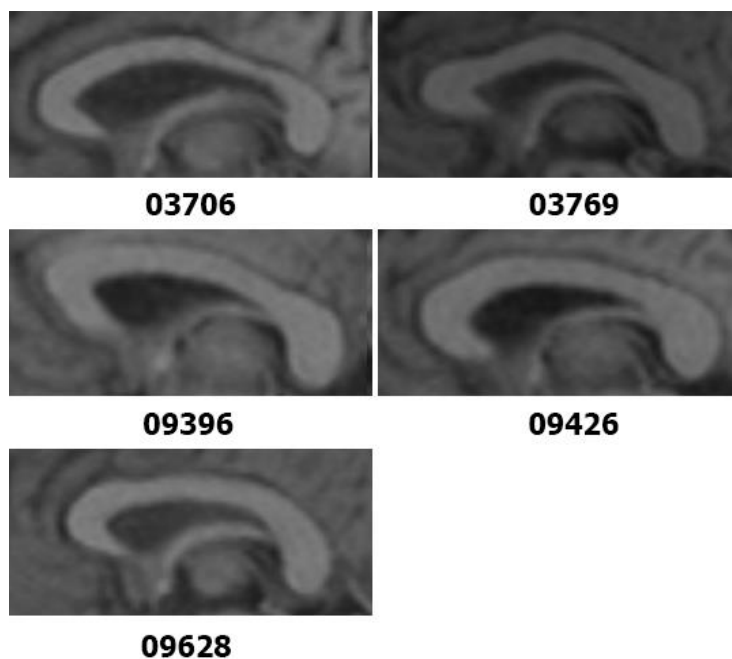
МРТ-зображення середньоопуклих форм мозолистого тіла чоловіків у віці від 36 до 60 років.
